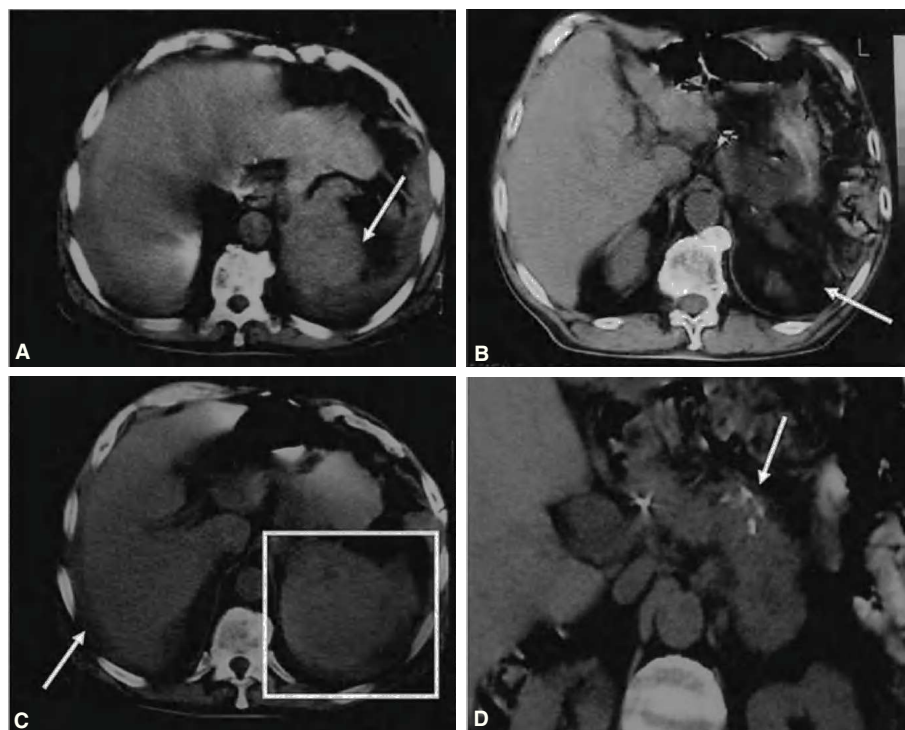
Imágenes de tomografía computarizada de pacientes con rotura esplénica atraumática. A) Se aprecia en el hipocondrio izquierdo la desestructuración del bazo (gran hematoma). B) La flecha blanca indica la presencia de contenido hemático perihepático (hemoperitoneo) en un paciente obeso. Gran hematoma en el hipocondrio izquierdo. C) Estallido esplénico con desestructuración de la zona. D) Presencia de calcificaciones pancreáticas en el mismo paciente debido a una pancreatitis crónica evolucionada (rotura esplénica de tiempo de evolución).
